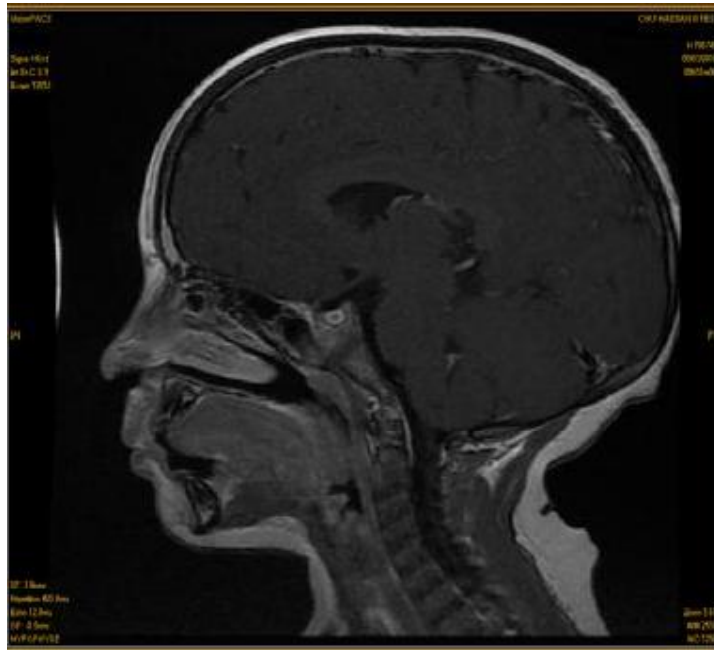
image IRM d'une coupe sagittale en T1 avec injection de PDC montrant l'interruption de la tige pituitaire
